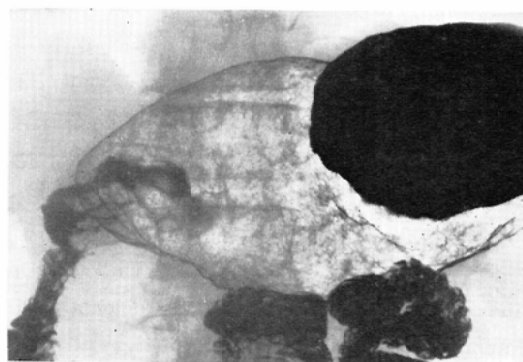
Case 1: X-ray picture taken six months after irradiation, with no evidence of local recurrence, the ascitis and liver metastasis were already developing shortly.
